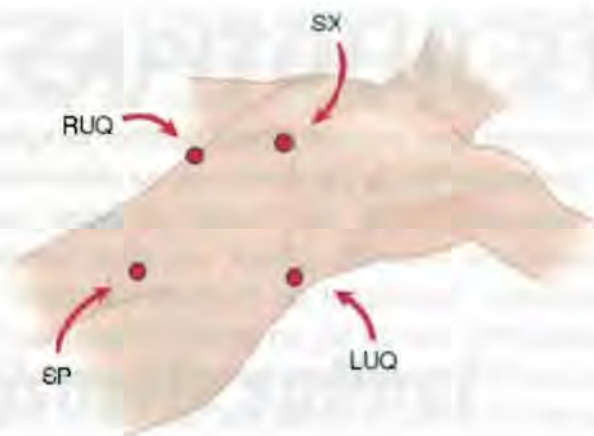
FAST (după Gaspari) - săgețile arată zonele de plasare al transductorului ecografic
